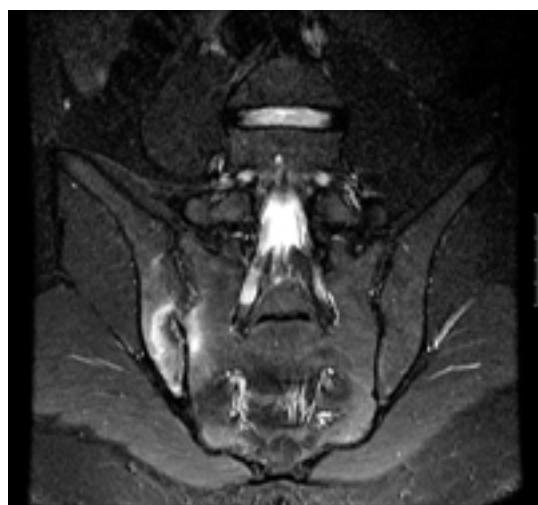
Imagem de ressonância magnética coronal de recuperação de inversão de tau curto STIR (short tau inversion recovery) mostrando sacroileite unilateral (à direita)
